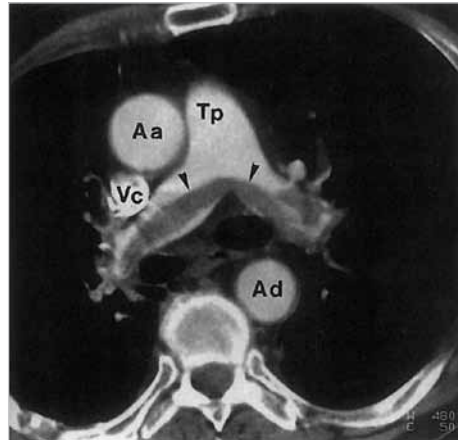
Spiral-CT: Lungenembolie bei tiefer Oberschenkelvenenthrombose: Bandförmiger Thromboembolus (Pfeile) im Aufzweigungsgebiet der zentralen Pulmonalarterien. Aa: Aorta ascendens, Ad: Aorta descendens, Tp: Truncus pulmonalis, Vc: V. cava superior (aus Bücheler, Lackner, Thelen; Einführung in die Radiologie, Thieme, 2005).
